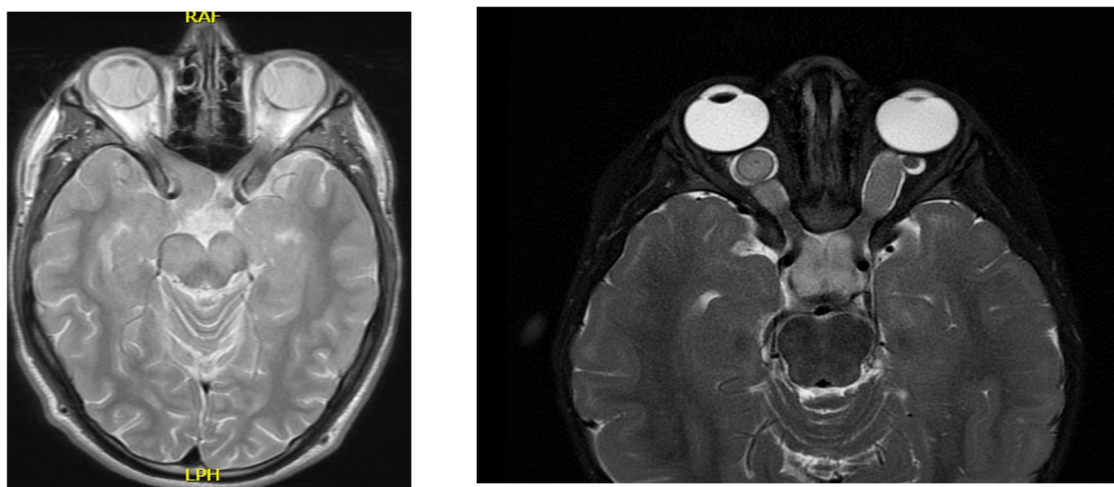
Glioma de vía óptica en RMN. Imágenes extraídas del Servicio de diagnóstico por la imagen del Hospital Sant Joan de Déu de Barcelona.
